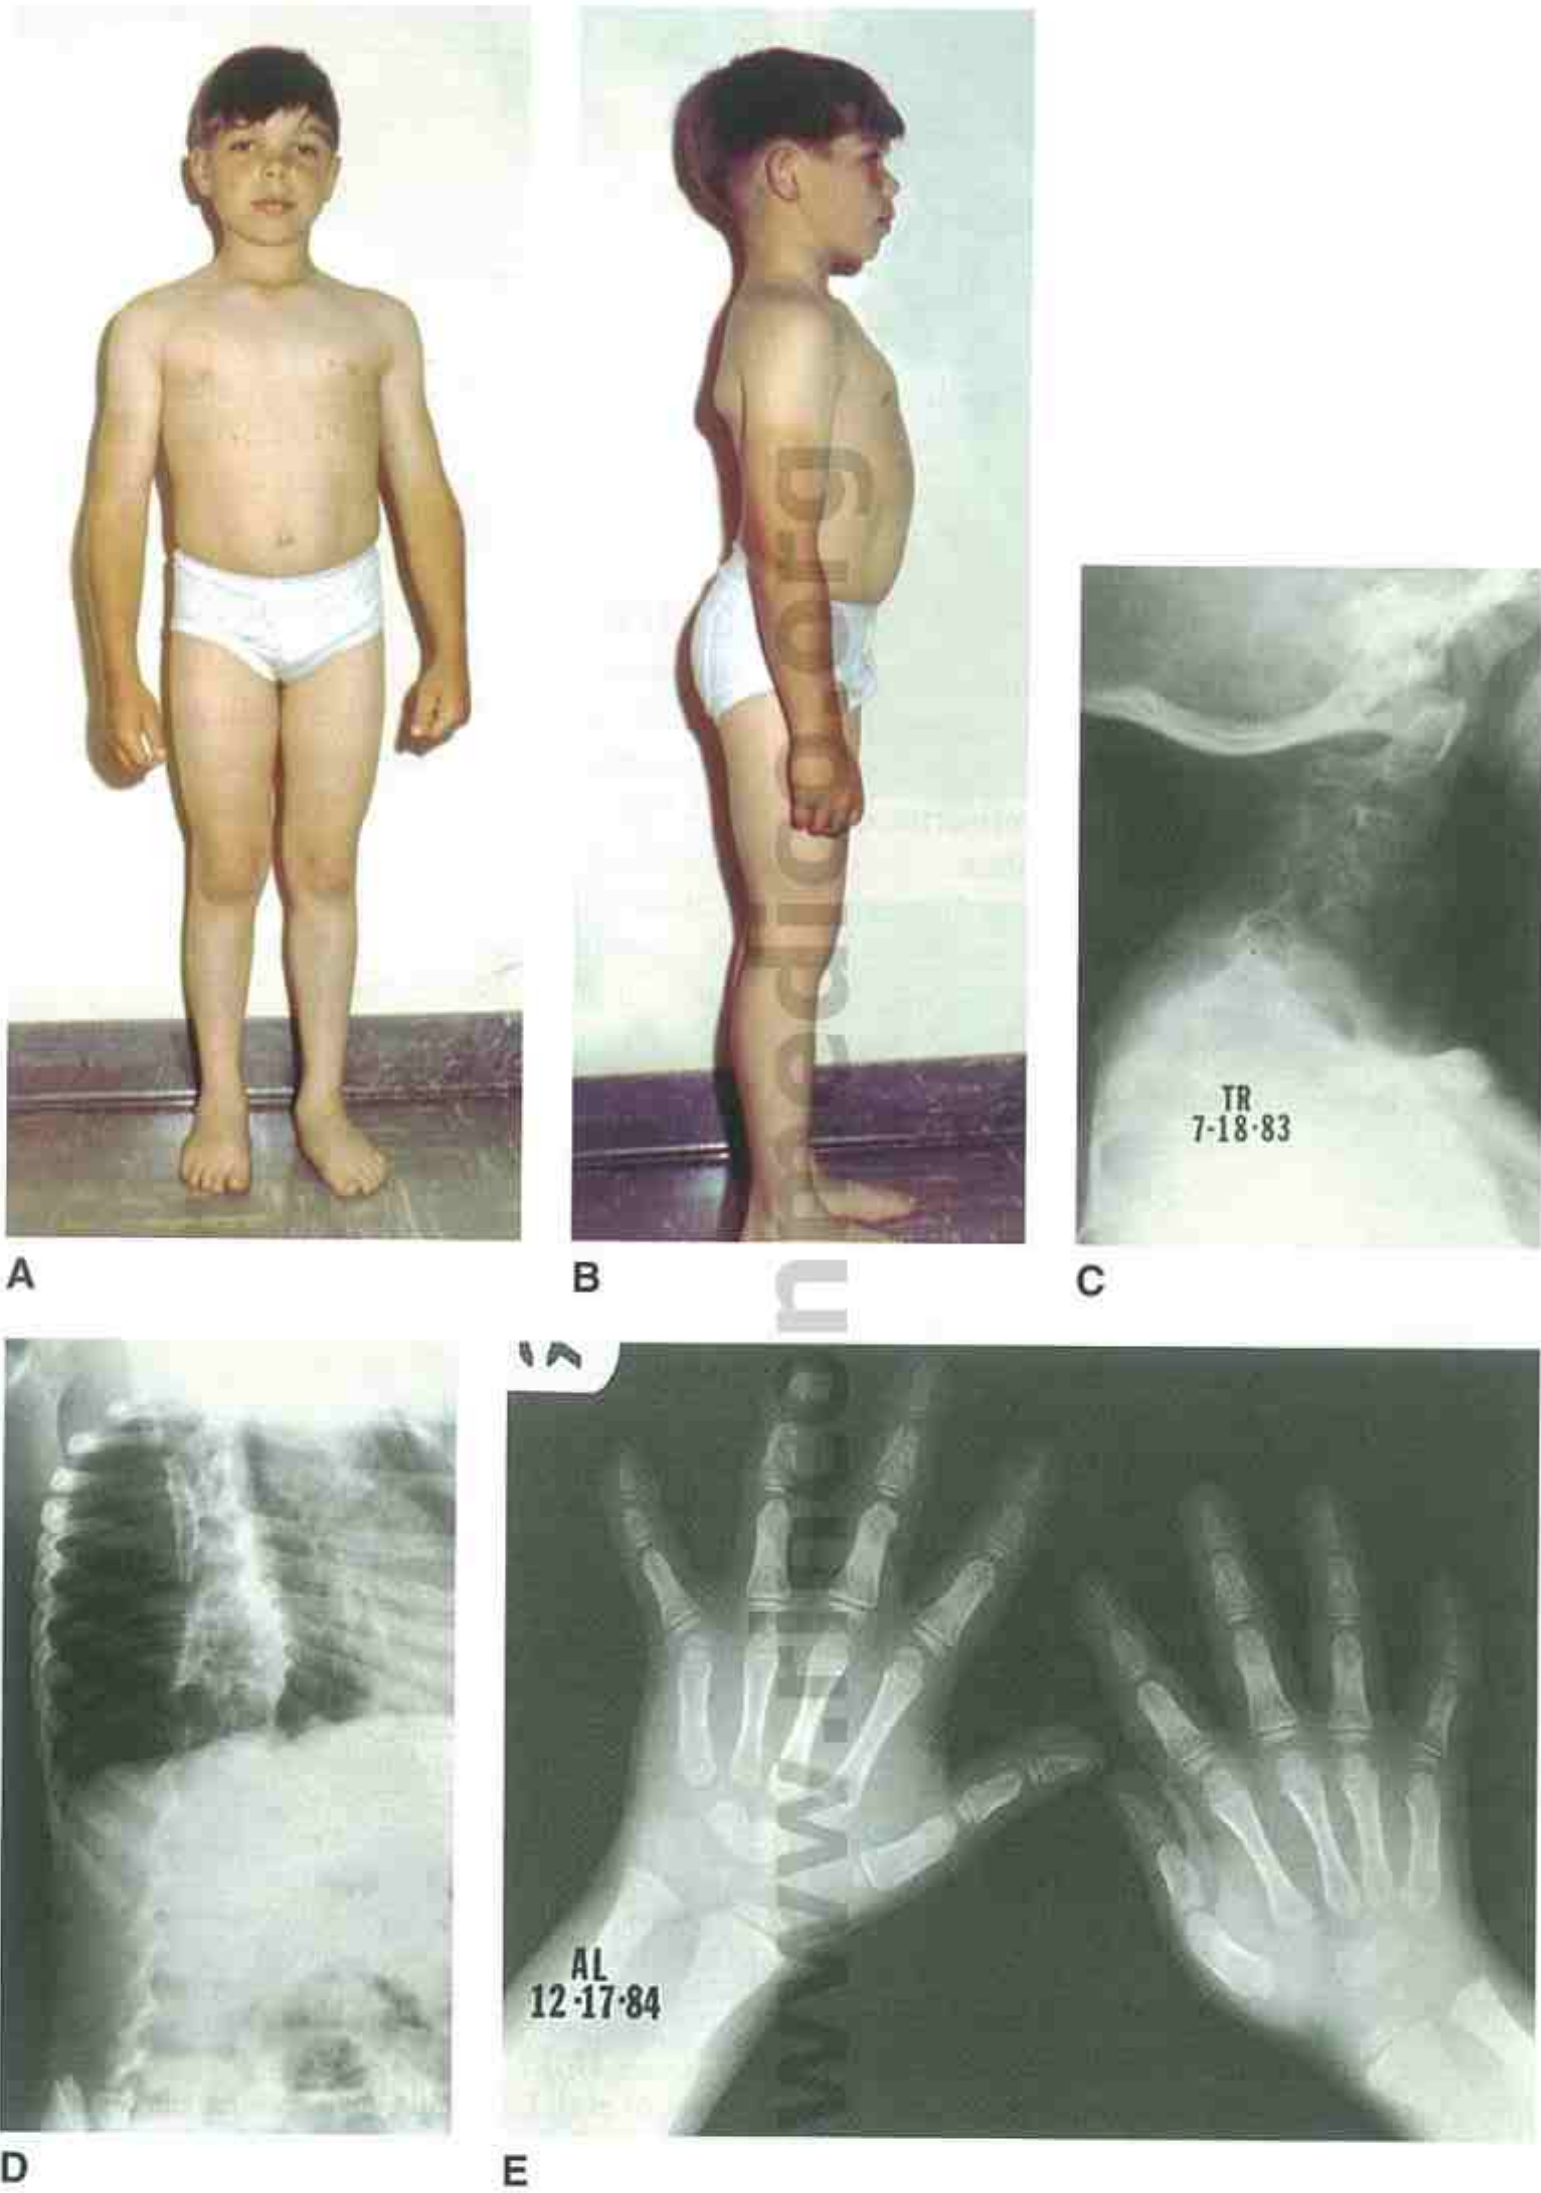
Síndrome de sinostosis espondilocarpotarsal. A-E, Obsérvese la estatura desproporcionadamente baja y el cuello corto, la sinostosis de las vertebrales cervicales, la barra no segmentada unilateral y la sinostosis del carpo. (A y B, De Jones KL, Smith DW: Syndrome Identification 1973; 1: 10; C-E, Radiografías de Langer LL et al: Am J Med Genet 1994; 51: 1. Copyright © 1994. Reproducido con permiso de Wiley-Liss, Inc., filial de John Wiley & Sons, Inc.)
